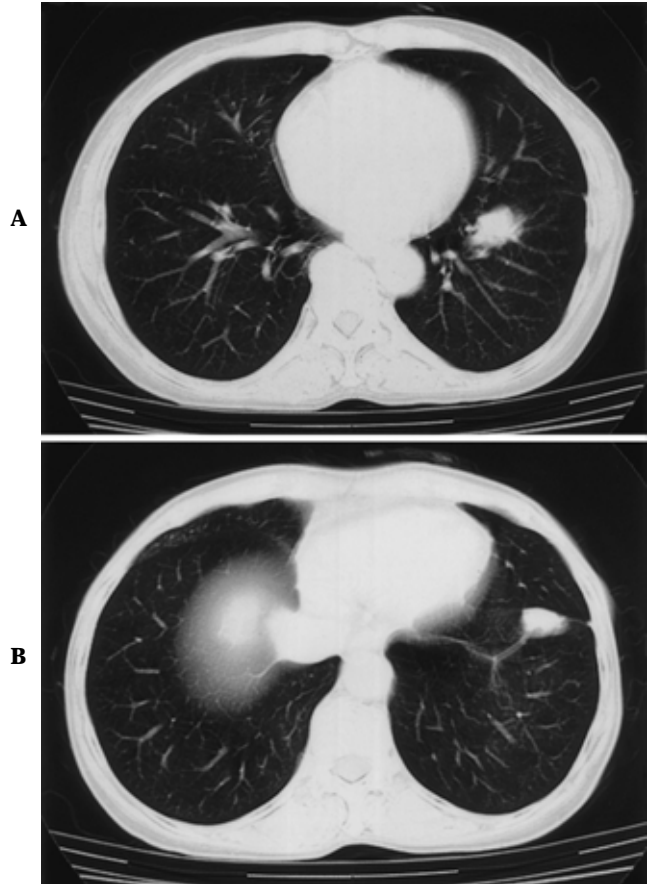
Chest CT revealed two nodules in the left lower lobe. The proximal nodule was adenocarcinoma (A) and the peripheral one was an infarction lesion (B)
